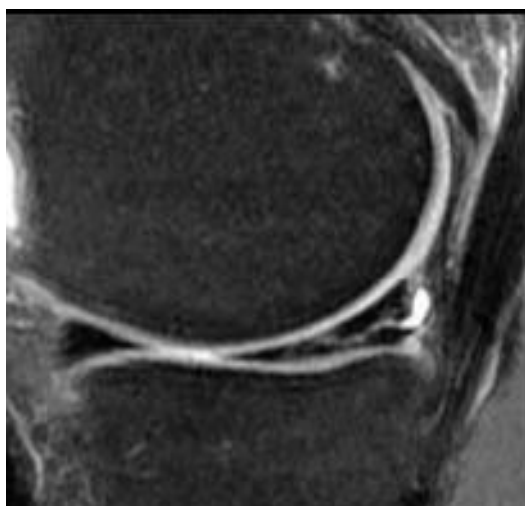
IRM coupes sagittales DP: image d'une fissure horizontale[46]
